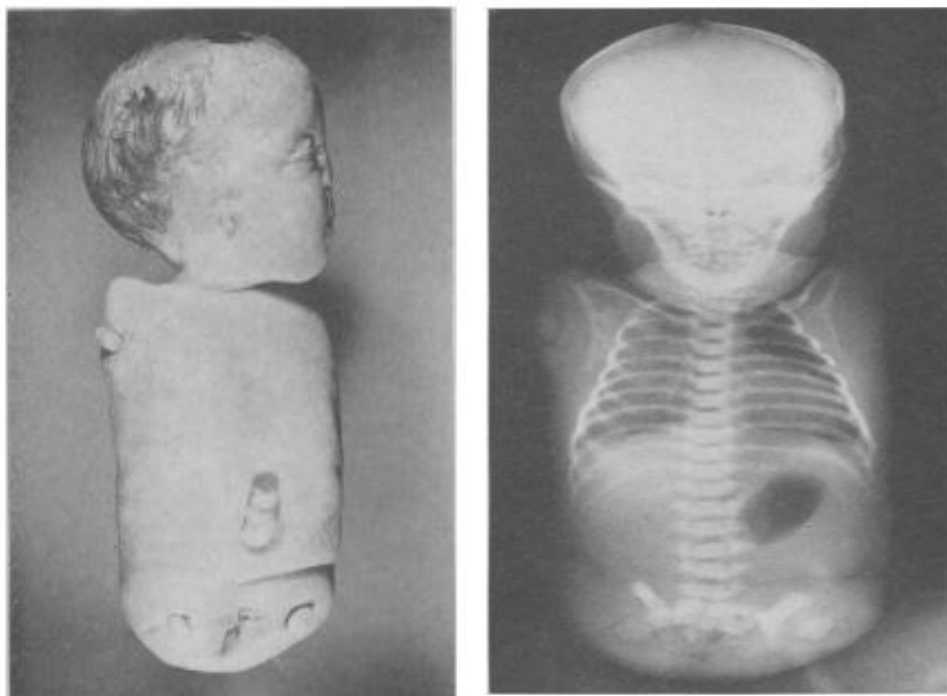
Images montrant des anomalies de type phocomélie : anomalies extérieures à gauche ; image radiographique à droite [7]
